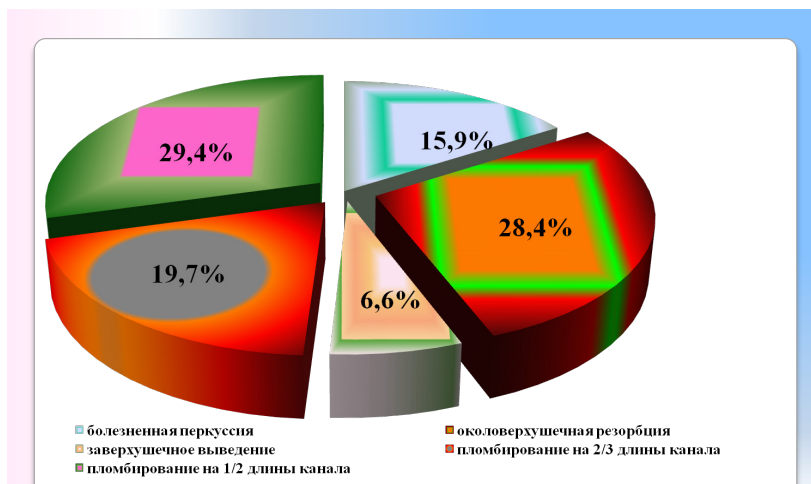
Клинико-рентгенологические признаки неудовлетворительного эндодонтического лечения
